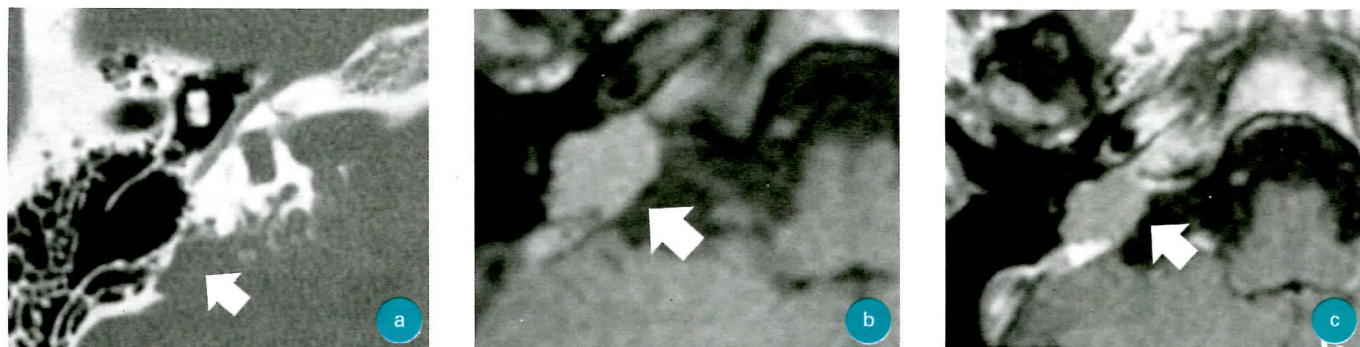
Scanner en coupe axiale (a) et IRM en coupe axiale sans (b) et avec (c) injection de gadolinium cérébrale montrant la destruction osseuse dans la région du sac endolymphatique et une lésion tumorale prenant partiellement le contraste dans un cas de maladie de Ménière classique.
